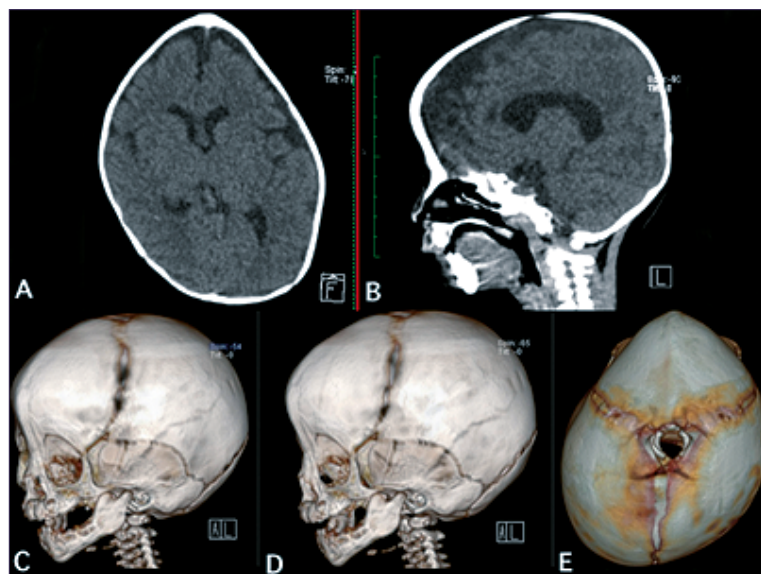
Lactante femenino de 3 meses contando con sinostosis de la sutura metópica TAC. A: Corte axial; B: Corte sagital. Se evidencia un cráneo de forma triangular o trigonocefalia, observando una sinostosis prematura de la sutura metópica acompañado de estrechamiento frontotemporal, una constricción del pterion, hipotelorismo y aumento del diámetro biparietal; C, D, E: Tomografía de cráneo con reconstrucción 3D, donde se identifica la unión prematura de la sutura metópica, ocasionando restricción del crecimiento lateral de los huesos frontales y temporales, afectando los rebordes supraorbitarios.
